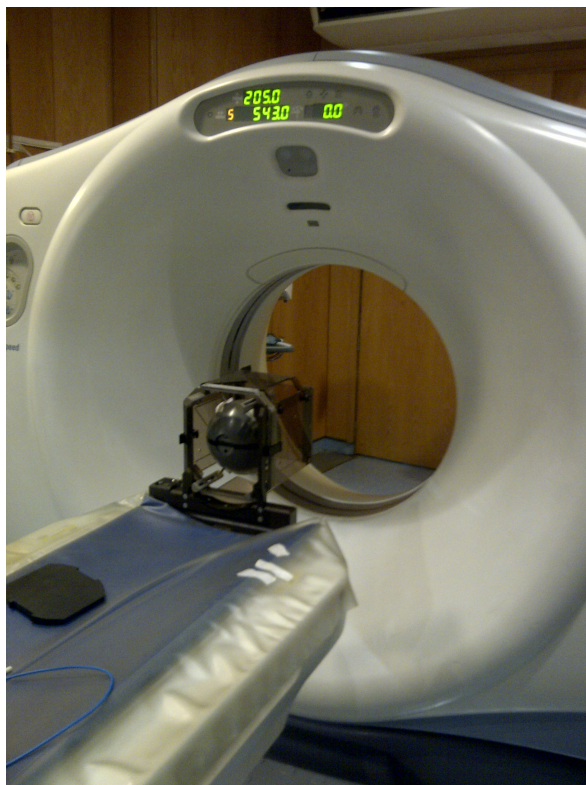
Fantoma com o quadro estereotáxico montado para aquisição de imagens de TC
